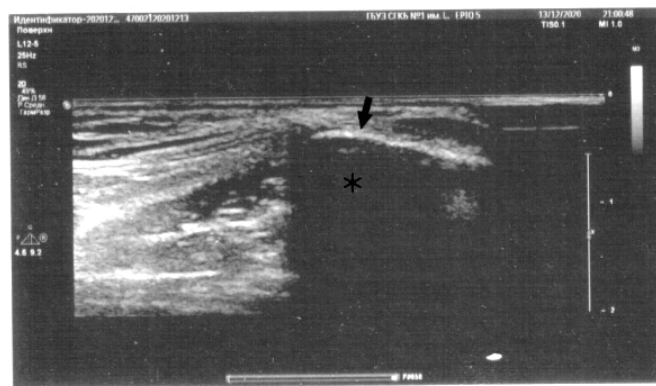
Пациент, 40 лет. На поперечном срезе представлена верхняя ось лонной кости (звездочка). На УЗИ неизменный корковый слой кости выглядит как обычная гиперэхогенная линия (стрелочка) с задним акустическим затемнением и некоторой реверберацией (артефакты)
